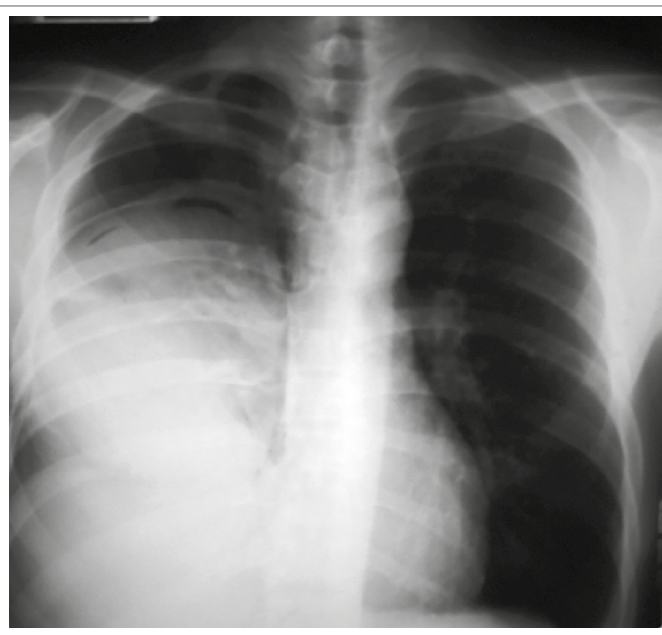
Radiografía de tórax. Quiste hidatídico derecho.
